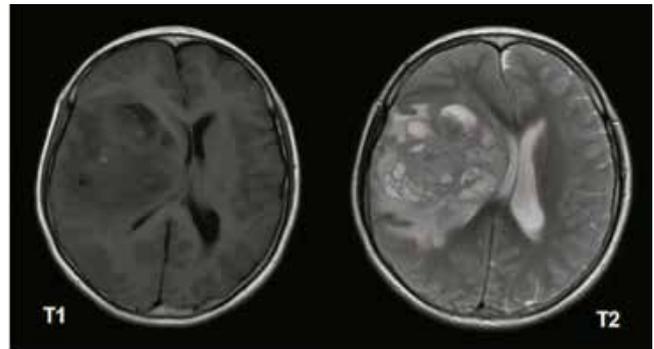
Resonancia Magnética Cerebral con glioma de alto grado en fase T1 y T2
